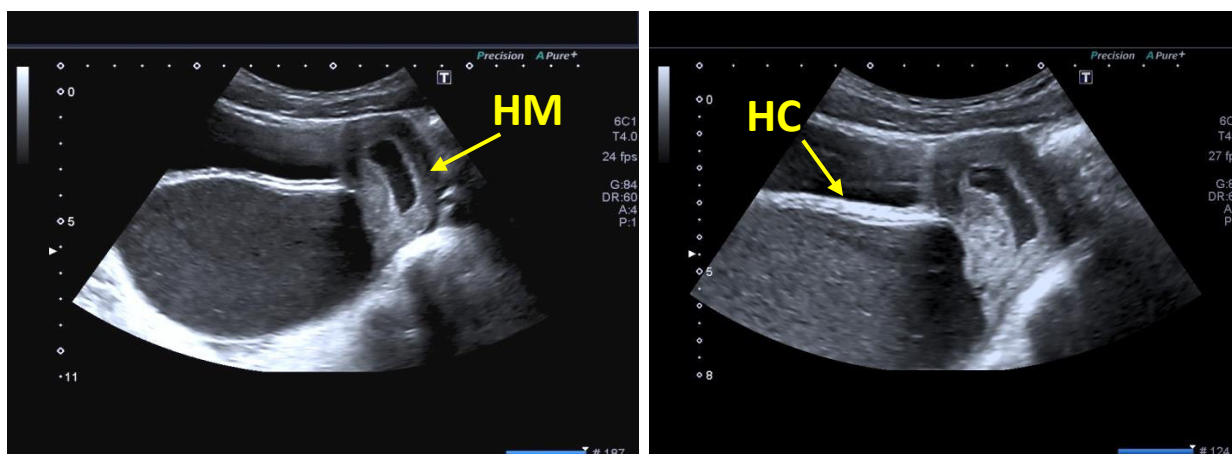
USG 2D a pacientei R., 14 ani, se determină hematometra cu dimensiunile – 47.7x36.1x11.6 mm (HM) cu dilatarea avansată a vaginului (hematocolpos, 118x62 mm) ca rezultat al septului vaginal transversal complet jos (HC) (figura publicată anterior) [6]
